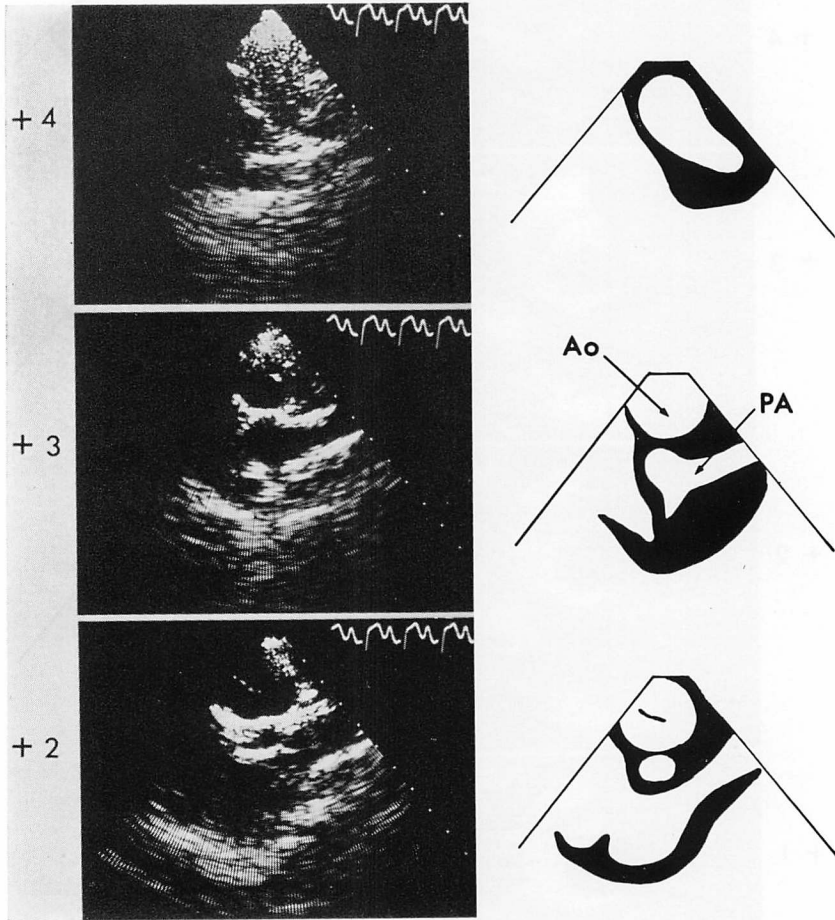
Two-dimensional echocardiographic findings of short-axis sections depicted in Fig. 3 in a case with tricuspid atresia type I(b).
